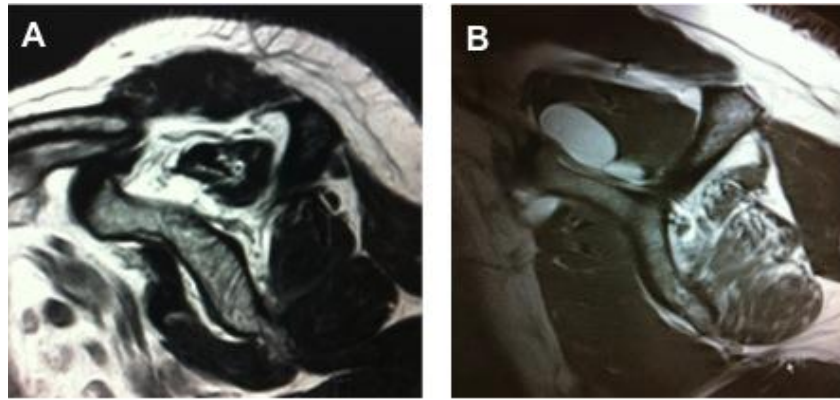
Imágenes correspondientes a cortes sagitales de resonancia magnética de un hombro derecho. A) Se aprecia atrofia muscular del músculo supraespinoso con ocupación por grasa del resto de la fosa supraespinosa; B) Fenómeno de infiltración grasa del músculo infraespinoso. Quiste en fosa supraespinosa.
